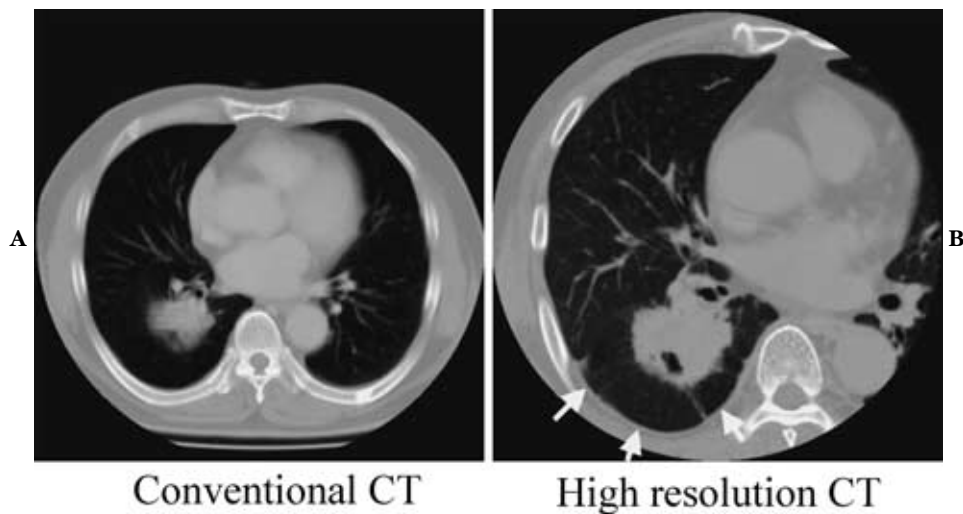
Conventional and high-resolution CT in a case of adenocarcinoma of the right lung. Conventional CT (A) cannot show multiple pleural nodules (disseminated nodules), which are noticed on high-resolution CT (B).
